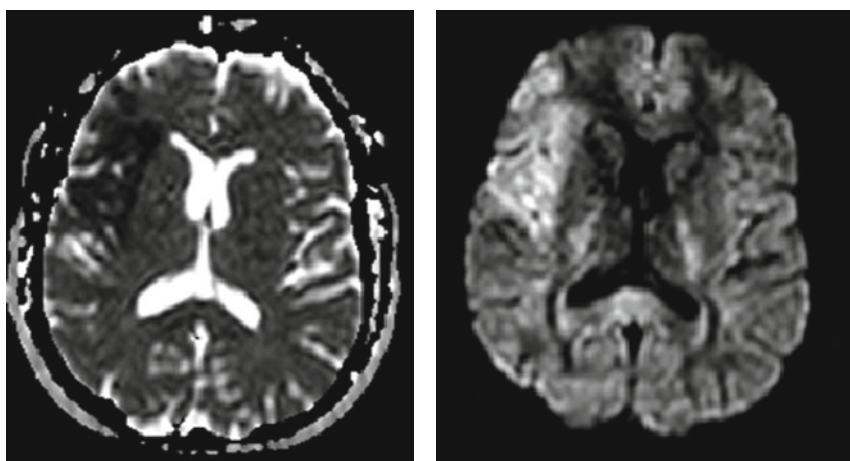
Accident vasculaire cérébral ischémique sylvien superficiel droit en IRM.
